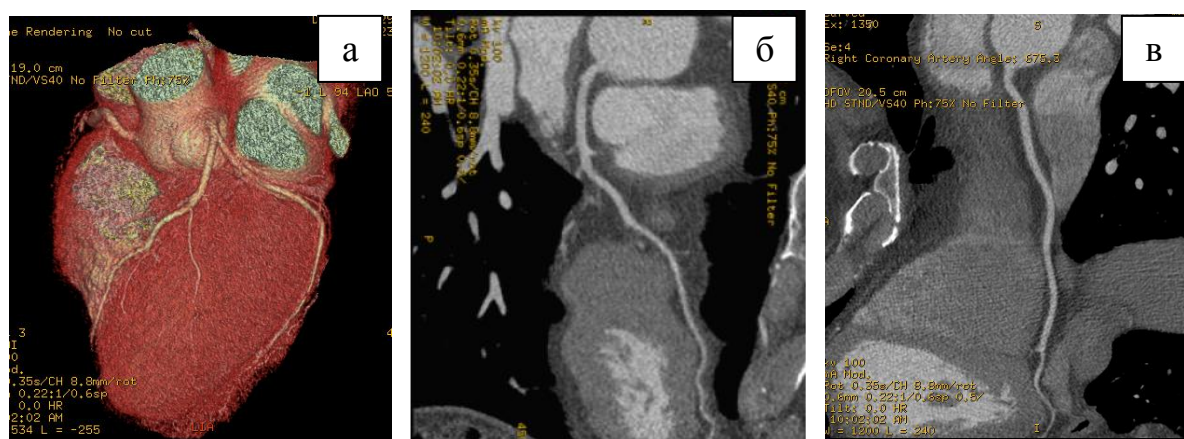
КТ коронарография с ретроспективной ЭКГ-синхронизацией, качество изображений – 1 балл. Показатели лучевой нагрузки: CTDI 34,14 мГр, DLP 529,22 мГр*см; E 7,4 мЗв.
